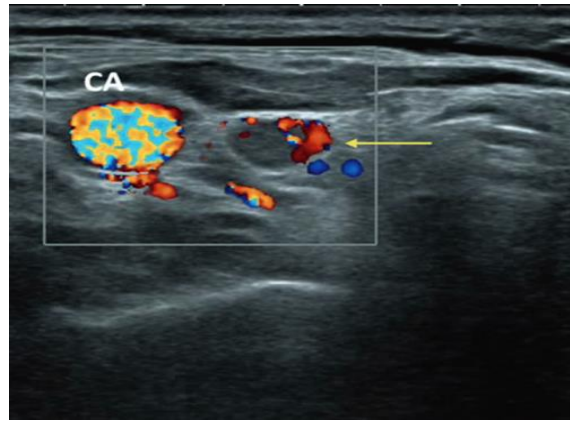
Vue transversale d'un adénome parathyroïdien inférieur droit (flèche) à l'écho-Doppler montrant l'absence de flux sanguin dans l'adénome et la présence d'un flux sanguin dans l'artère carotide droite (CA).
